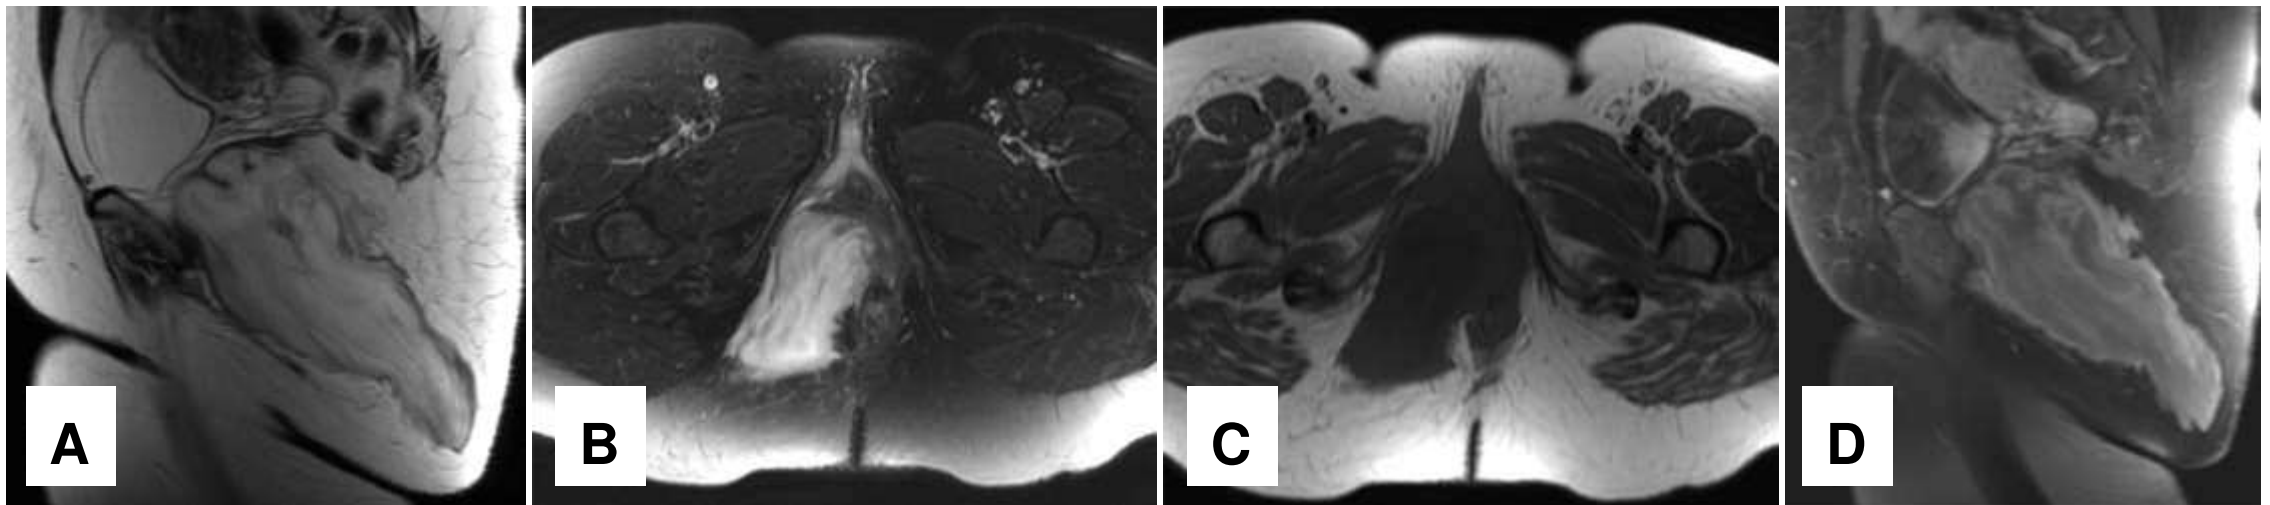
RM de recto: corte coronal (A) potenciado en T2, axial T2 FS (B), axial T1 (C) y sagital T1 FS (D) en paciente con bulto de larga evolución que ha experimentado crecimiento.
